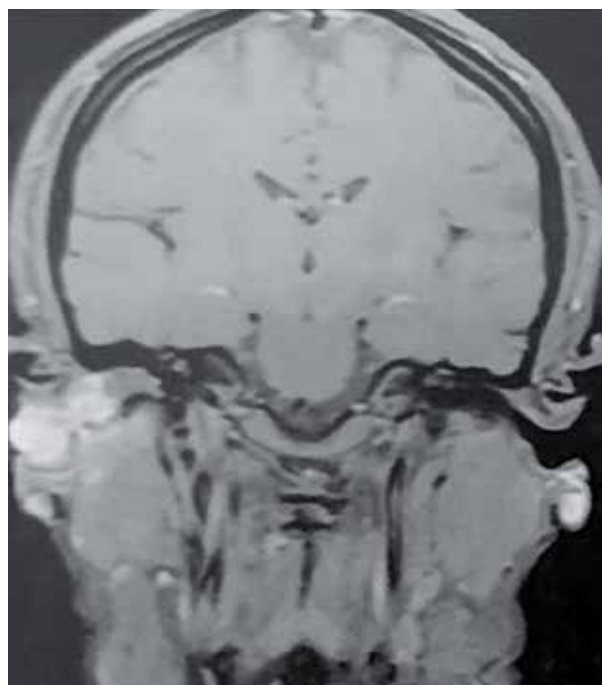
Resonancia magnética con gadolinio, corte coronal. La lesión capta gadolinio, contacta al cartilago del conducto auditivo externo e impresiona rodearlo
